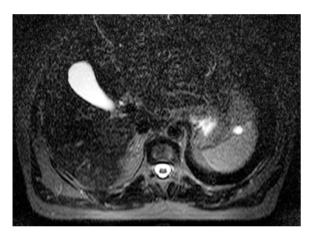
"Rucksackzyste", MRT. Kleine, wasserdichte Läsion am medialen Milzrand, typisch hohe Signalintensität in der T2-Wichtung
